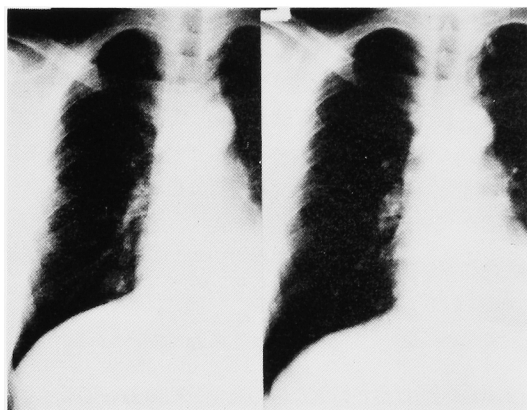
症例3の胸部単純写真：(左)化学療法前 (右) PVB 療法3コース施行後
